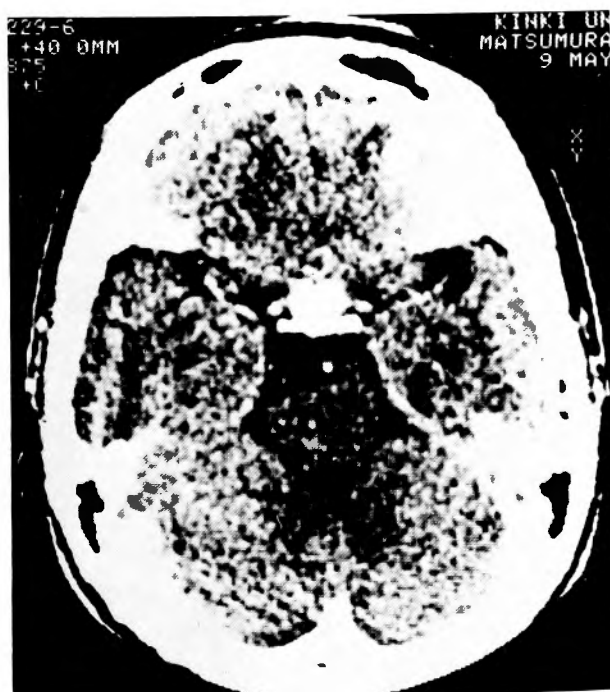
CT of the pituitary adenoma
